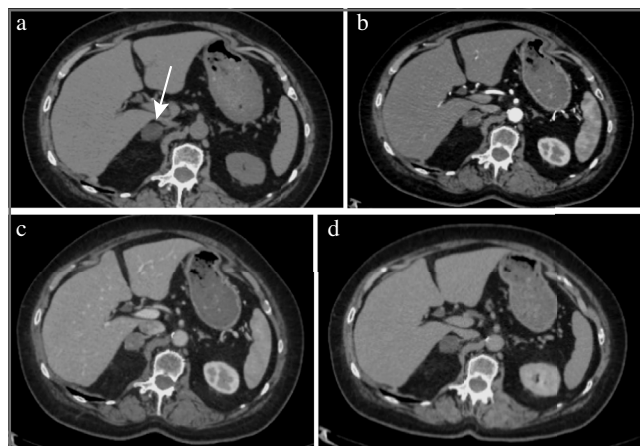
Аденома надпочечника с низким содержанием жира (стрелка). МСКТ, аксиальная проекция:
